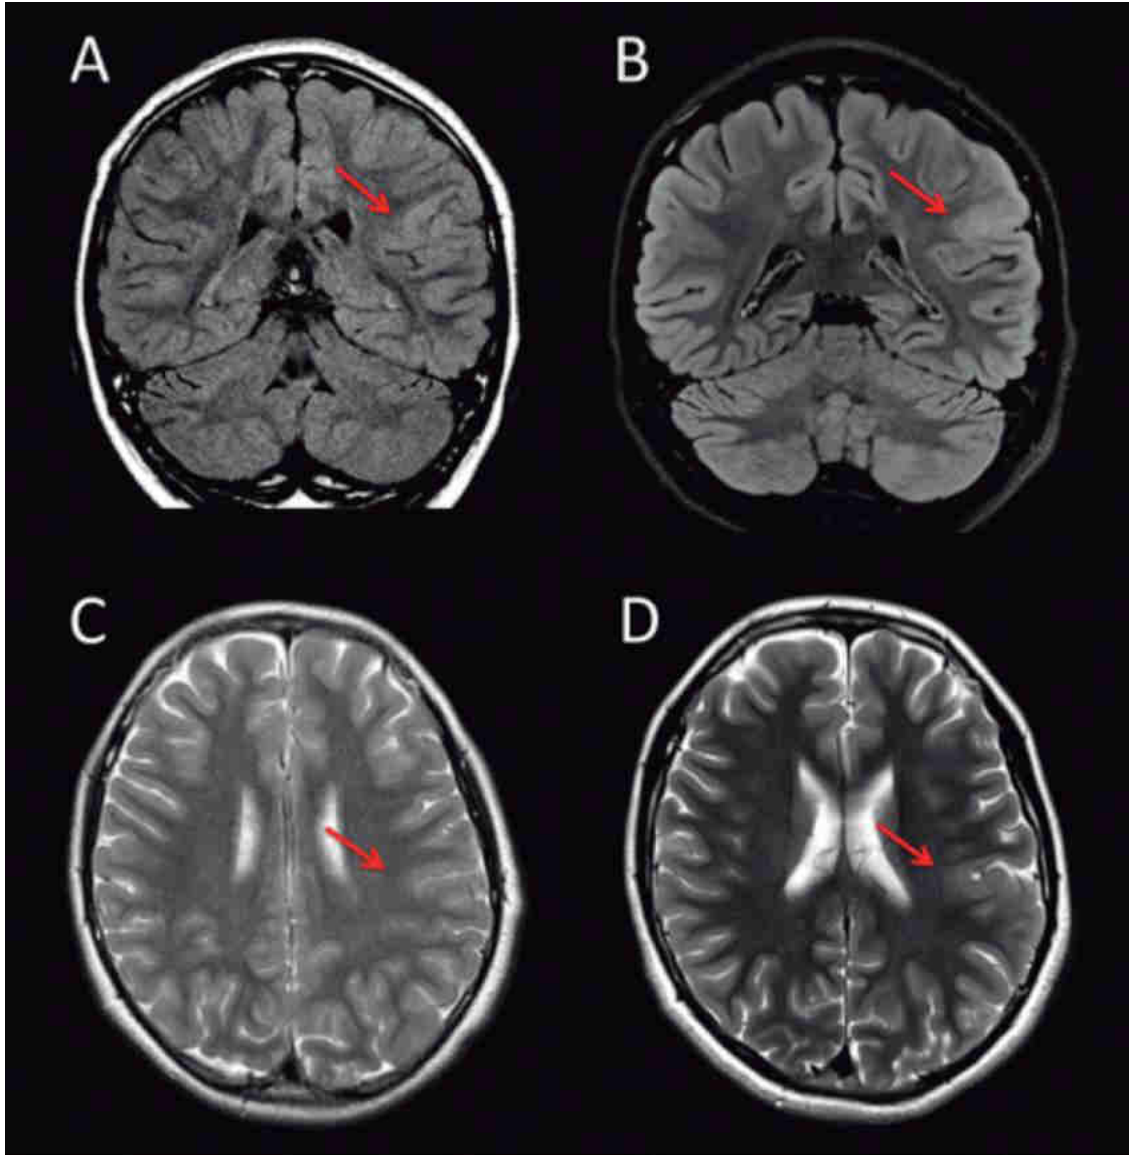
La flecha roja muestra una DCF frontal izquierda estudiada en RM 1.5T (A y C) y 3T (B y D). La DCF es más evidente en el equipo 3T, tanto en el FLAIR coronal (B) como en el T2 axial (D).
